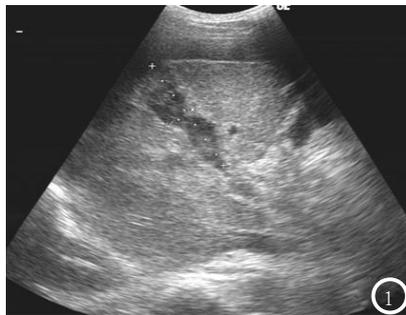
图1所示肝破裂超声图像肝体积增大, 有不均匀回声; 图2所示肝破裂CT图像。肝体积增大, 由不均匀密度影。
